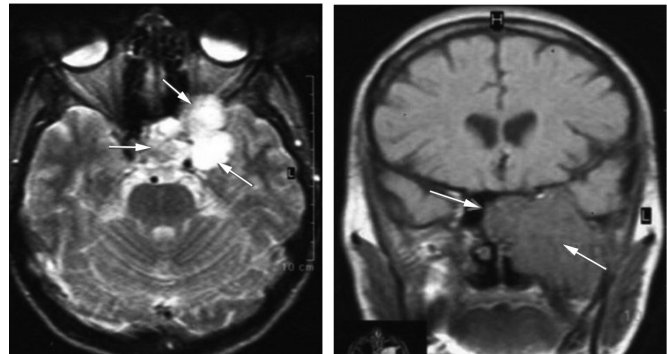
Хвора Є., 51 р. МРТ нейрофіброми латеральних відділів основи черепа інтра-екстракраніальний ріст. Поширення пухлини на медіальні відділи середньої черепної ямки, інтраорбітально, в основну пазуху.
